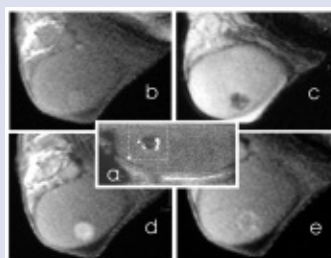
Tumor de Leydig. a. Ecografía Doppler testicular: imagen hipoeoica con abundante flujo. b. RM potenciada en T1: tumor de pequeño tamaño levemente hiperintenso. c. Imagen potenciada en T2: el tumor se ve hipointenso. d. En la imagen en T1 con contraste hay un intenso realce. e. T1 a los 10 segundos: lavado rápido del contraste
